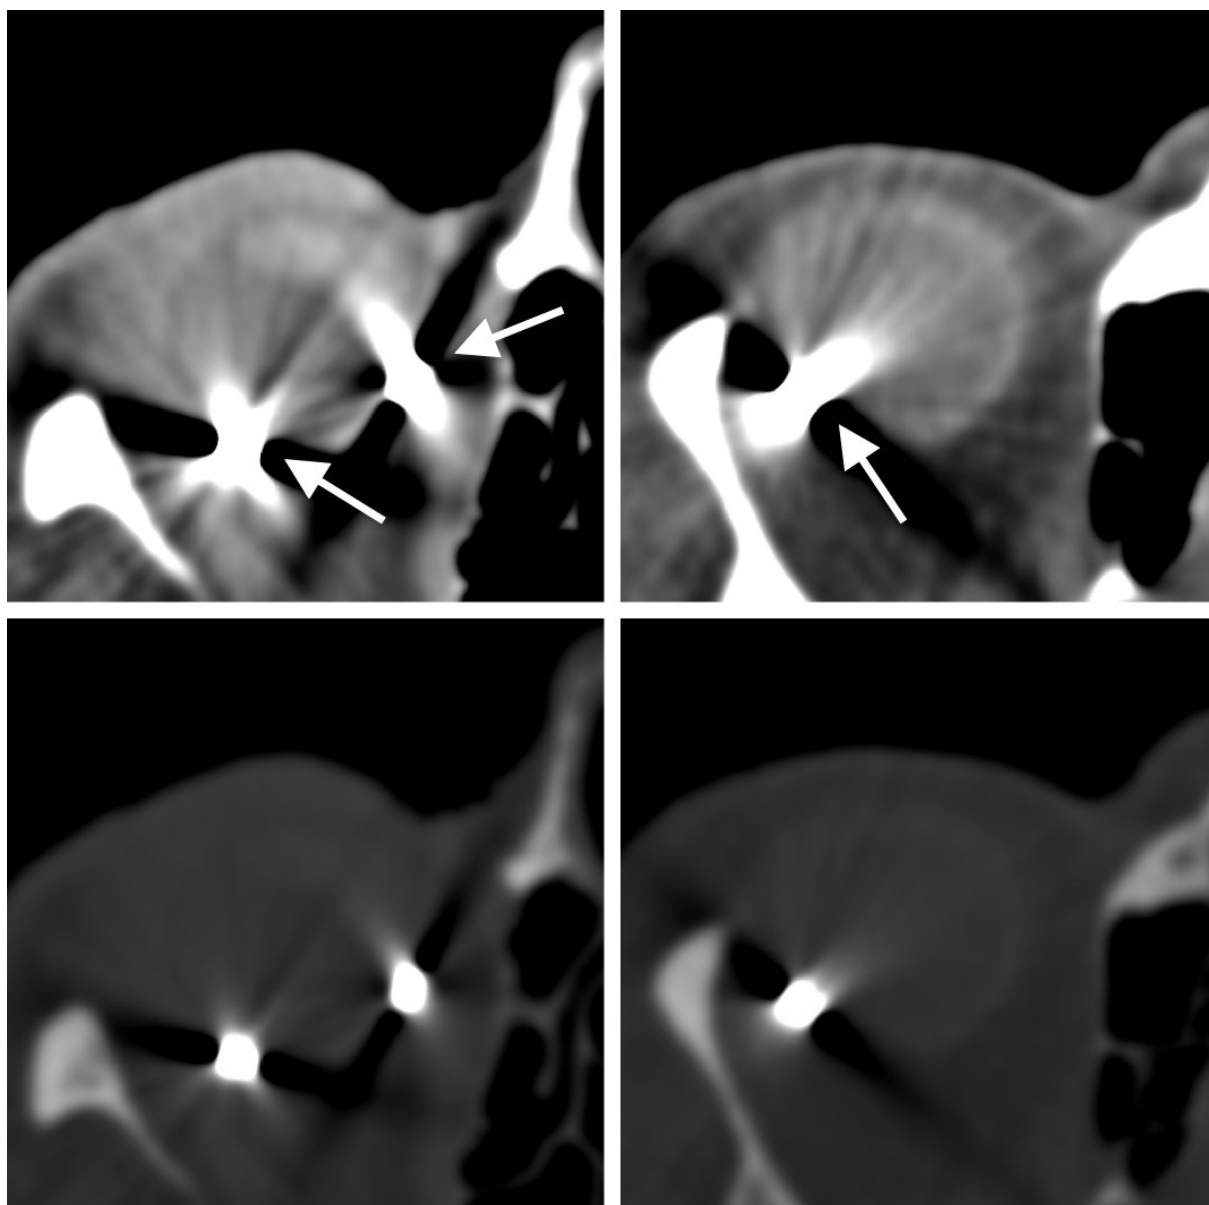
Einzelschichten eines CT-Datensatzes (kleines Sehnerv-nahes Aderhautmelanom), 0,5 mm Schichtdicke, links oben Weichteilfenster mit Darstellung der zwei Clips (Pfeile), links unten korrespondierend Knochenfenster, rechts oben Clips am Tumorrund (Pfeil), rechts unten Knochenfenster
